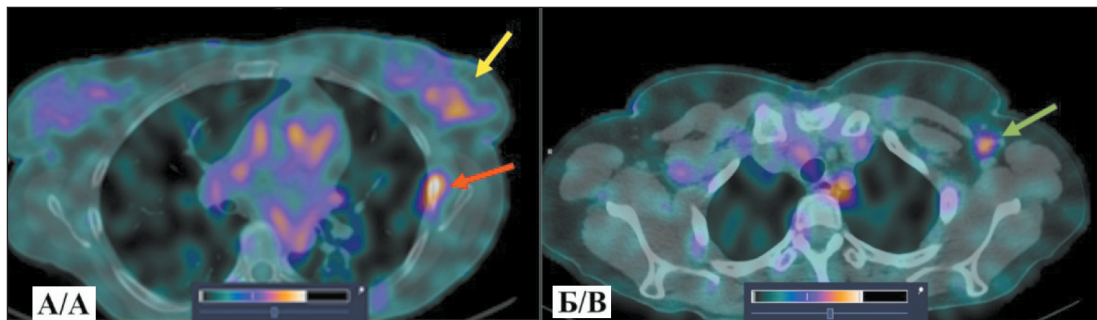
ОФЭКТ/КТ органов грудной клетки больной К. через 2 ч после инъекции [<sup>99m</sup>Tc]Tc-DB8 в дозировке протеина 80 мкг: А – желтая стрелка указывает на первичную опухоль, красная стрелка – на участок гиперфиксации РФЛП в проекции V ребра по средней аксиллярной линии справа; Б – зеленая стрелка указывает на метастатический аксиллярный лимфоузел.
